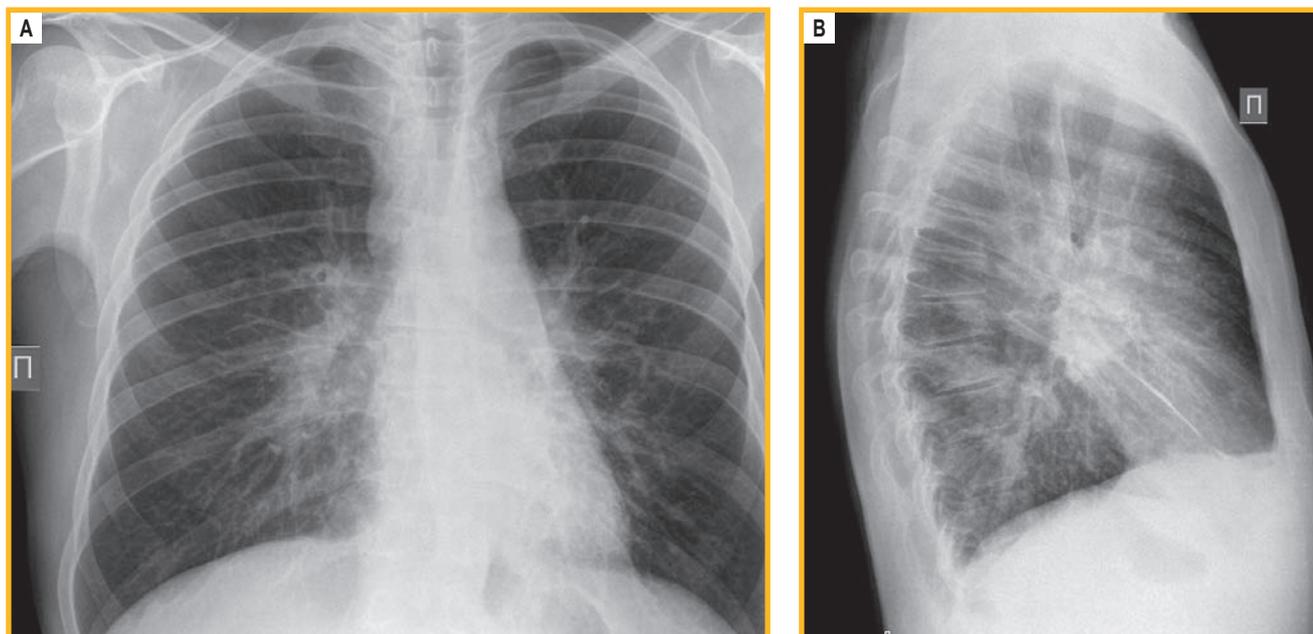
Рентгенография органов грудной клетки в прямой (А) и боковой (В) проекциях
